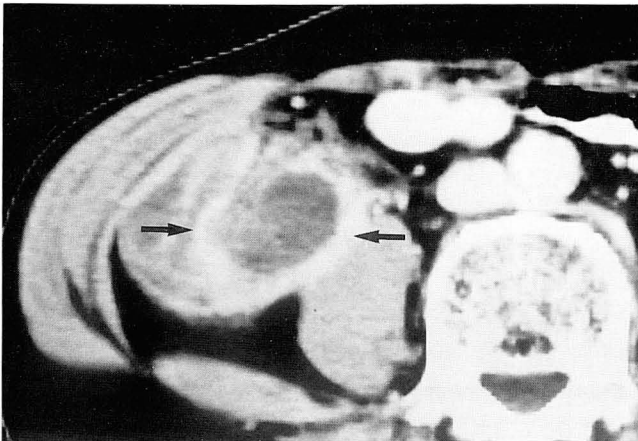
Appendiceal mucocoele with perforation. CT scan demonstrates a thick-walled oval hypodense mass(arrows) medial to the cecum with inflammatory infiltration in the adjacent mesentery. There is diffuse thickening of the adjacent peritoneum.
